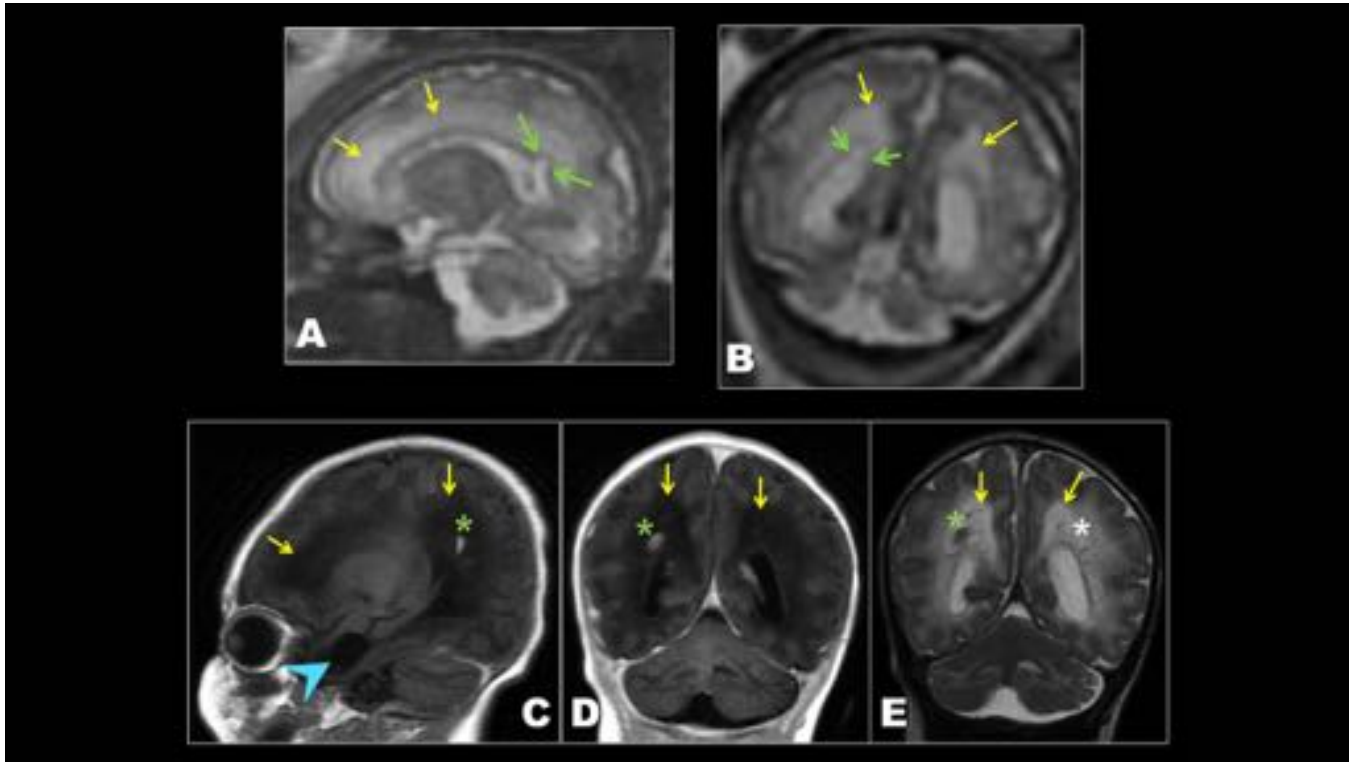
Feto de 34 sEG. HASTE sagital (A) y coronal (B). Quiste subependimario -pseudoquiste periventricular- abierto al atrio derecho (flechas verdes). Hiperintensidad excesiva de la s. blanca profunda (flechas amarillas). RM postnatal a los 6 días: T1 (C) sagital, (D) coronal; T2 coronal (E), no se observa el quiste, en su lugar existe una calcificación grosera (asterisco verde). Calcificaciones finas en la s. blanca (asterisco blanco). Gliosis de la sustancia blanca profunda (flechas amarillas).
